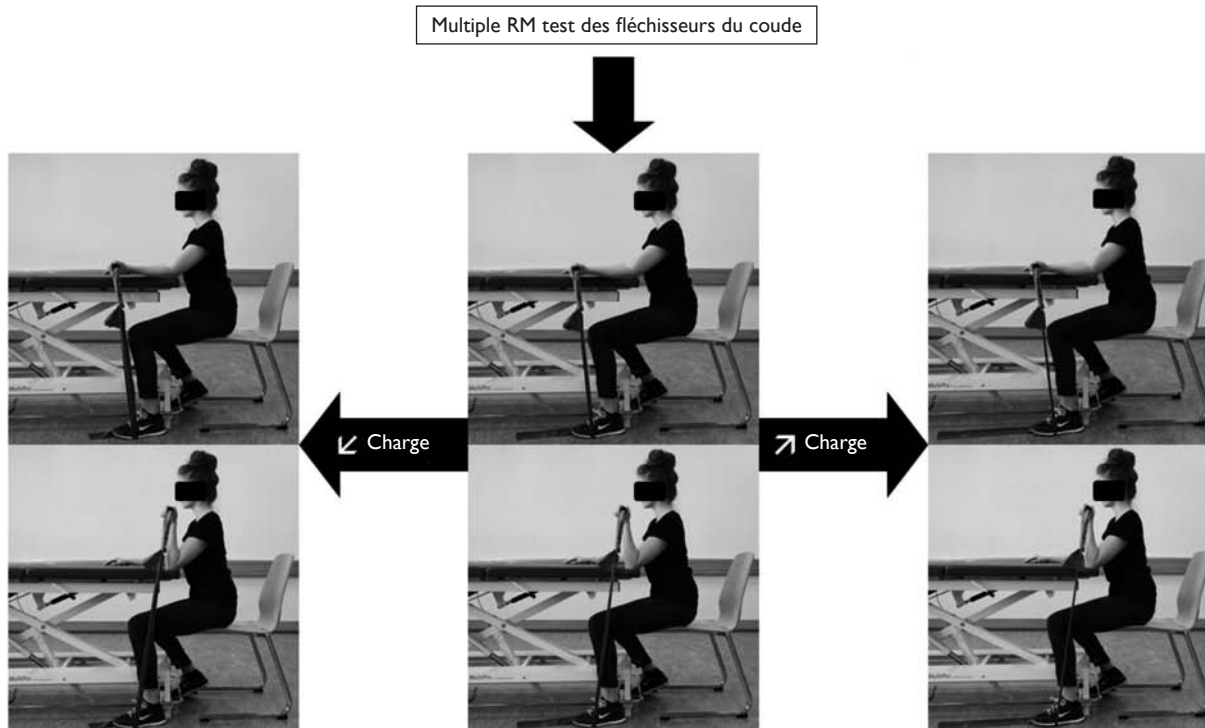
Multiple RM test des fléchisseurs du coude
